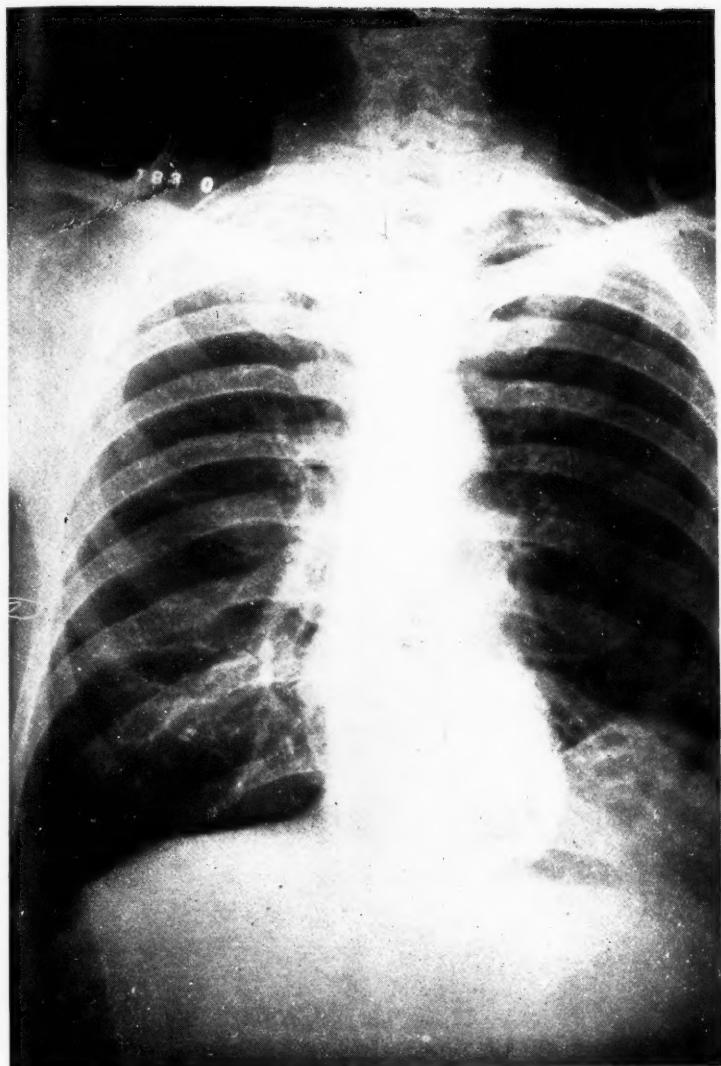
Radiographie prise en octobre 1936. Elle montre des opacités assez denses à la région sus-claviculaire droite, un foyer d'ombre presque homogène avec limite supérieure assez nette à la base gauche.
